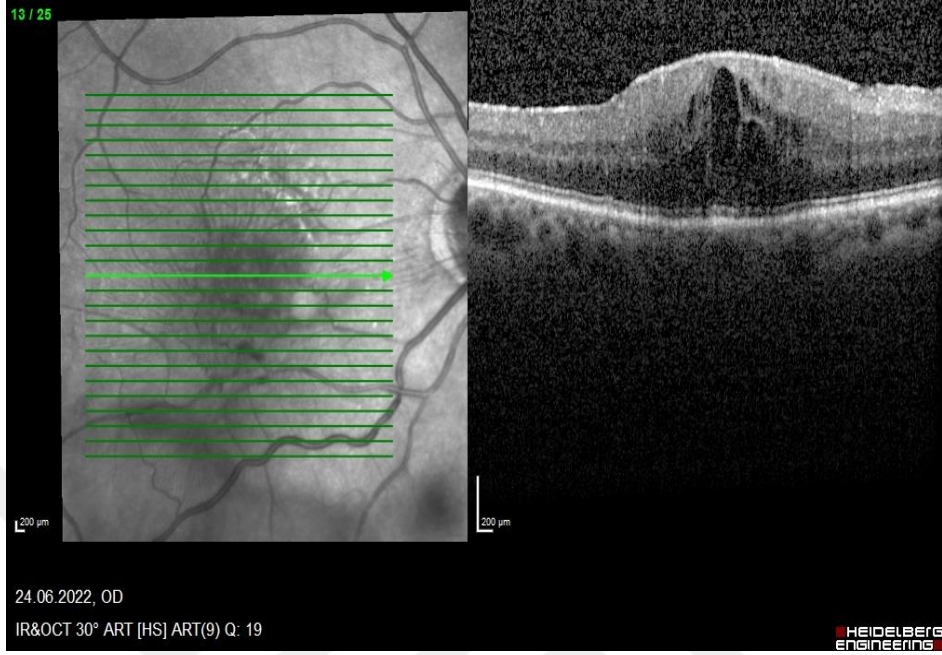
Optik koherens tomografide retinal iç tabakaların düzensizliği (DRIL)
